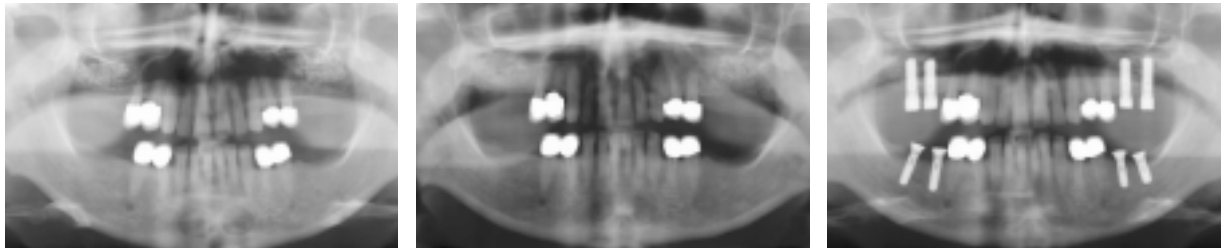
Zustand nach Sinuslift, postoperative Röntgenkontrolle. – Abb. 2: Röntgenkontrolle nach ca. fünf Monaten postoperativ. Die Entnahmestellen am Kinn sind verheilt. – Abb. 3: Zustand nach der Implantatinserterion in allen vier Quadranten ca. sechs Monate postoperativ.
